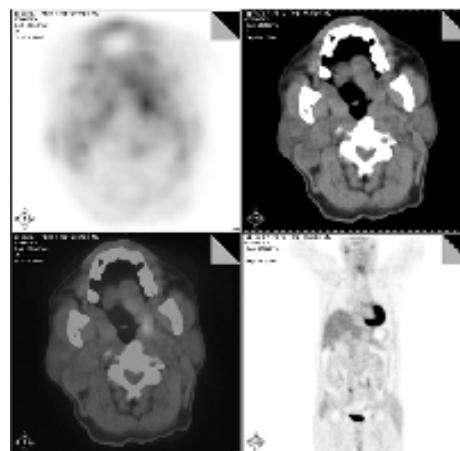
同机CT发现的颈部淋巴结在PET-CT上未显像
